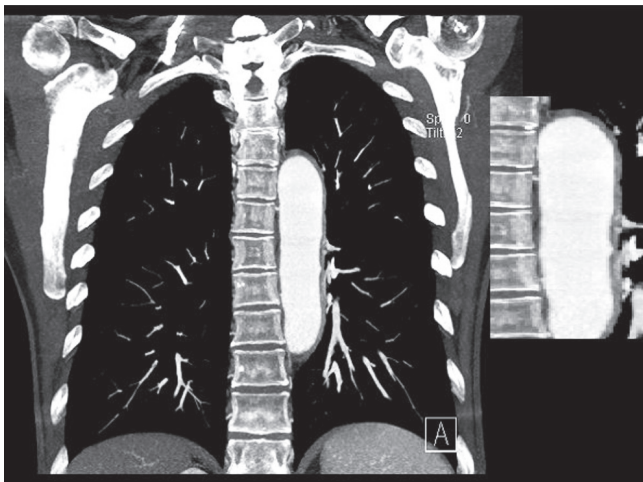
Angio-TC. Se aprecia engrosamiento pared de aorta descendente.
